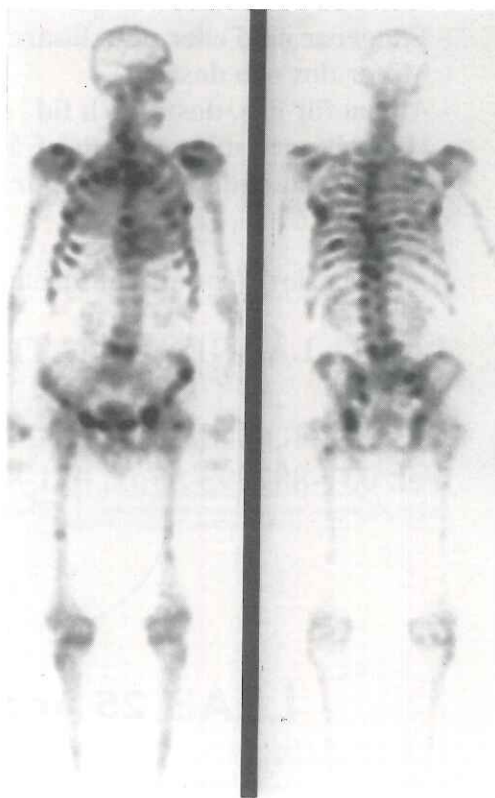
Skelettscintigrafi med Sr-87m utförd med en gammakamera.
